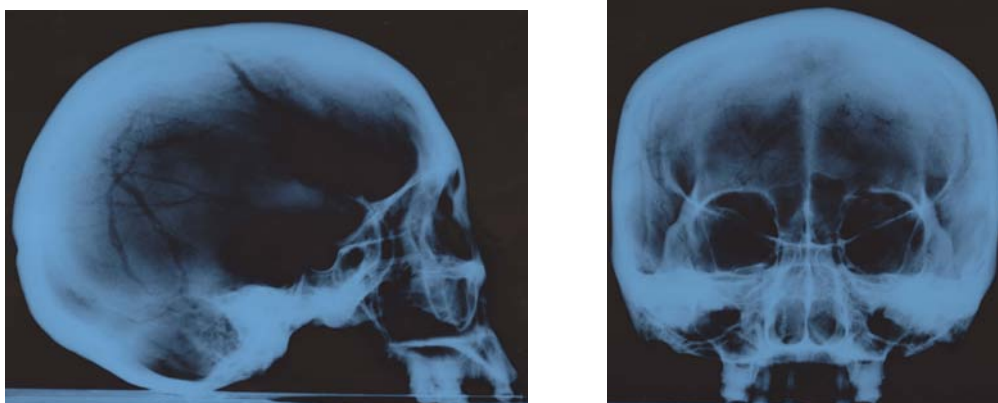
Рентгенограмма черепной коробки женщины 25–35 лет из п. 1 к. 9 могильника Рубежный.
